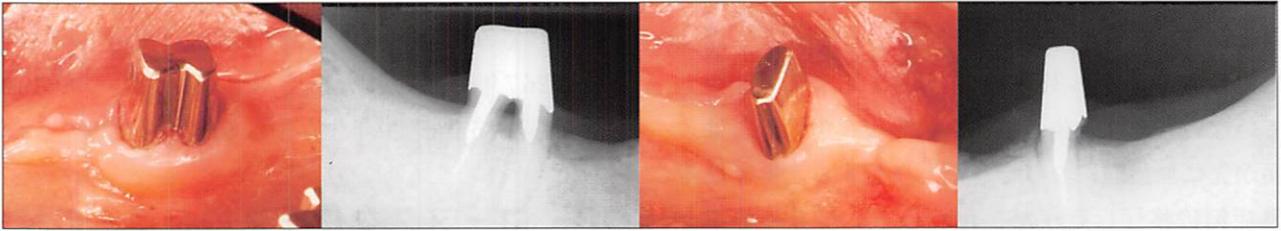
予知性に不安の残る6|6の拡大とX線写真
